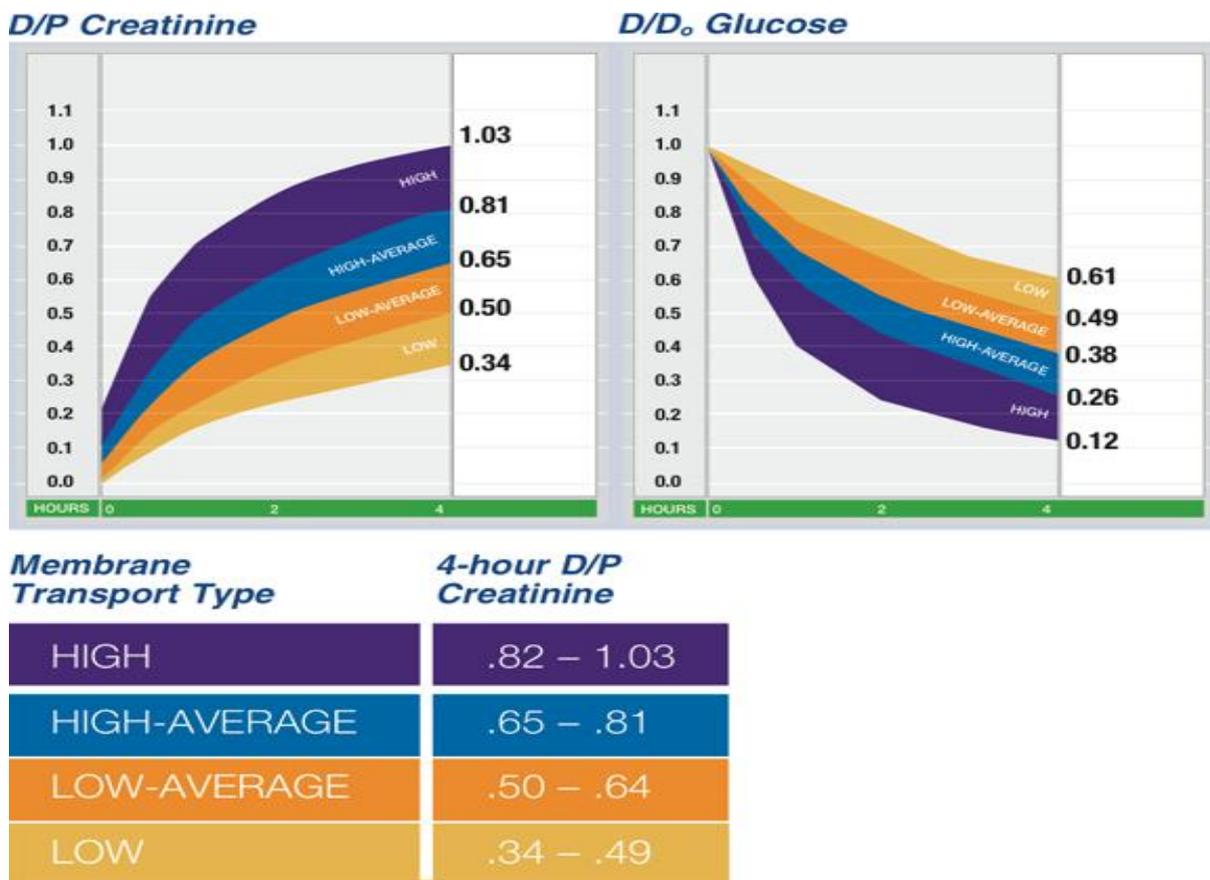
Statut de transport basé sur le test d'équilibration péritonéale (PET)
